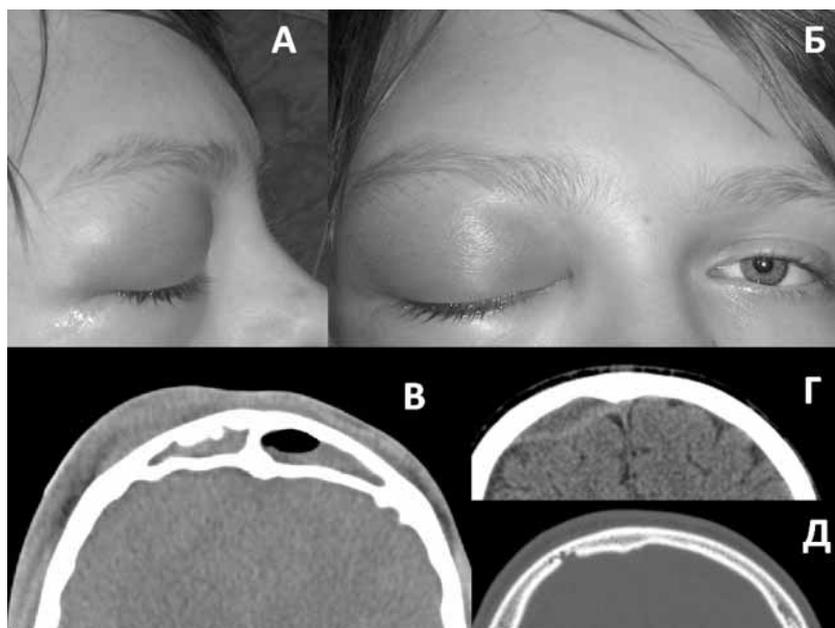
Правосторонний гемисинусит, осложненный реактивным отеком век правого глаза и остеомиелитом лобной кости, у 14-летнего мальчика (А и Б – на фотографиях видны инфильтрат в правой надбровной области, имеющий тестообразную консистенцию, а также реактивный отек век правого глаза); аксиальные КТ-граммы этого же ребенка [В, Г – мягкотканое окно, Д – костное окно; В – экстракраниальный абсцесс, располагающийся под апоневрозом черепа, с периоститом и эрозией наружной пластики лобной кости (Pott's puffy tumor) – белая стрелка; Г – костное окно, в проекции экстрадурального абсцесса эрозия внутренней пластинки лобной кости (остеомиелит) – белая стрелка (кость выглядит как «поеденная молью»); Д – экстрадуральный абсцесс, расположенный несколько выше экстракраниального абсцесса – белая стрелка].
